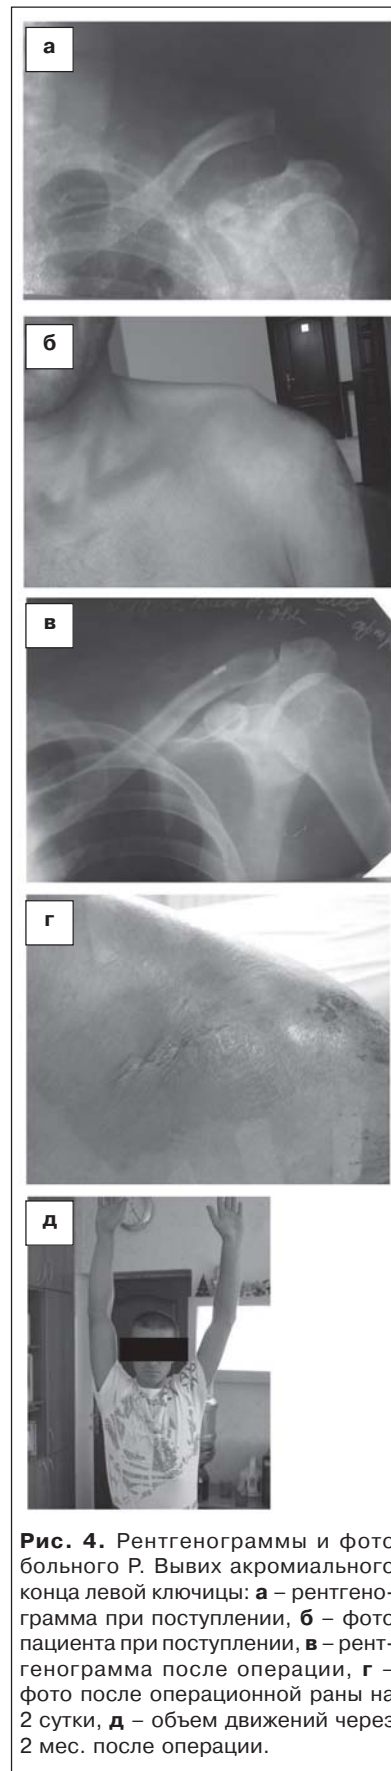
Рентгенограммы и фото больного Р. Вывих акромиального конца левой ключицы: а – рентгенограмма при поступлении, б – фото пациента при поступлении, в – рентгенограмма после операции, г – фото после операционной раны на 2 сутки, д – объем движений через 2 мес. после операции.
